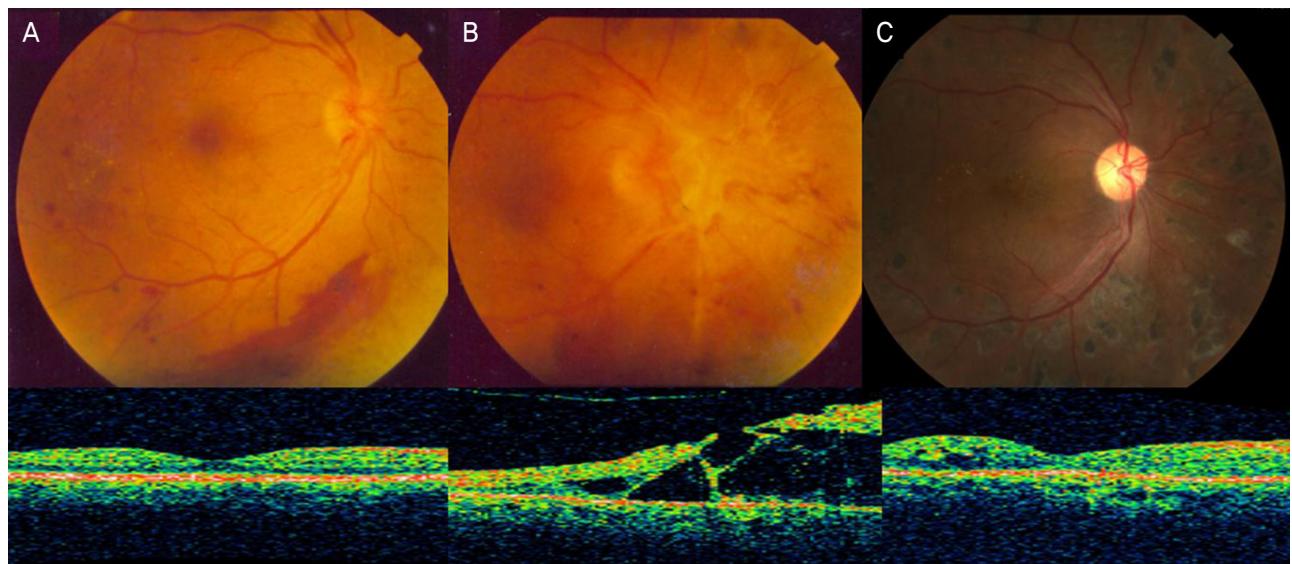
Fundus photography and optical coherence tomography of case 1 (A) At the initial visit, mild proliferative fibrovascular membrane and neovascularization around the optic disc and preretinal hemorrhage were seen in fundus photography. No macular edema was noted in OCT. (B) At one week after intravitreal bevacizumab injection, regressed but contracted fibrovascular proliferative membrane, tractional retinal detachment involving the fovea, decreased preretinal hemorrhage was seen in fundus photography. Tractional retinal detachment was noted in OCT. (C) At postoperative four months, well attached retina was seen in fundus photography and OCT.
